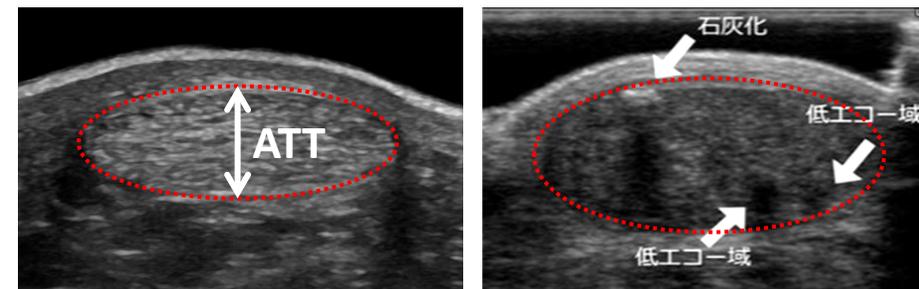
アキレス腱超音波像(左:非FH患者、右:FH患者)
